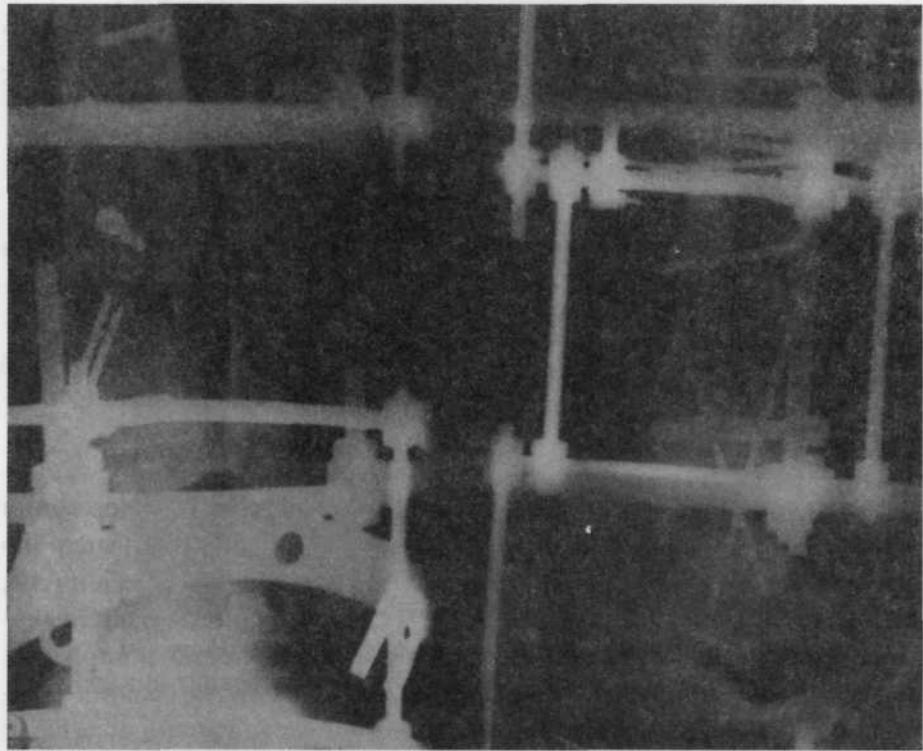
Рентгенография левого голеностопного сустава больного А.
